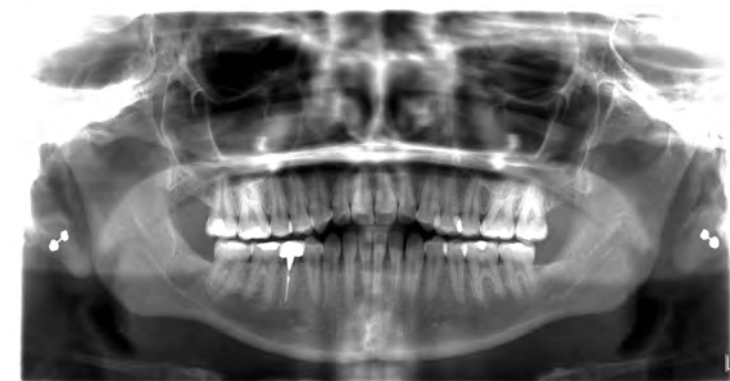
Ortopantomografía de control 3 meses.
